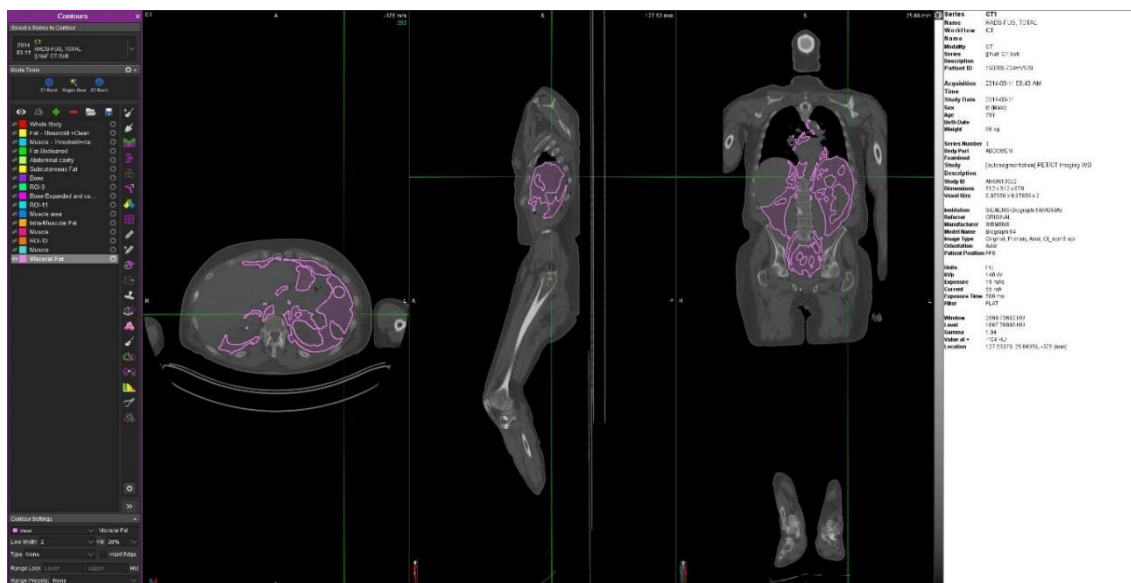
Determinación del TAV total en un paciente con cáncer analizado mediante la TC de planificación de RT. Elaboración propia.
